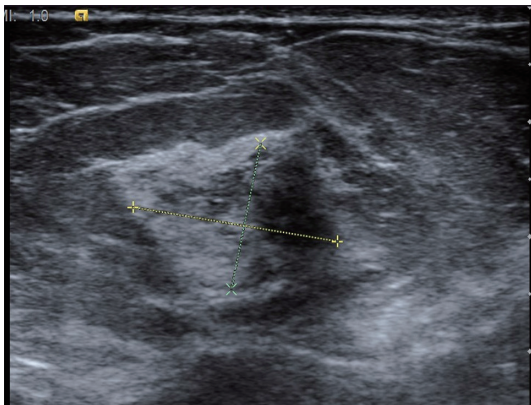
1例PASH BI-RADS 4a类超声图像
